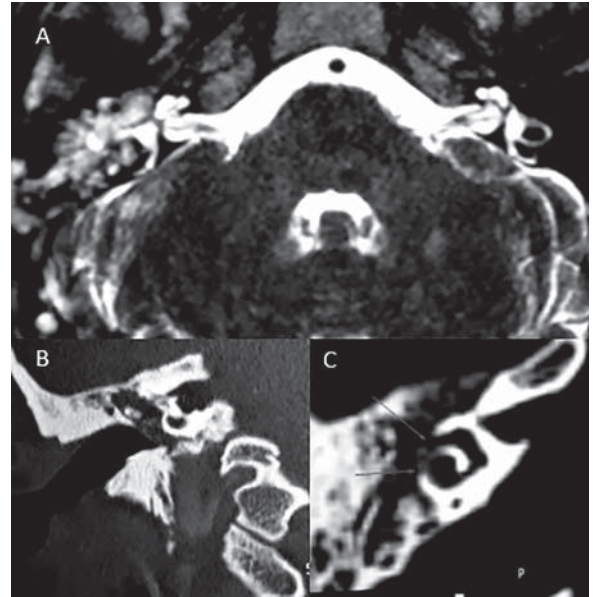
A. Resonancia magnética. B y C. Tomografía computarizada. Lesión de hueso temporal derecho.
